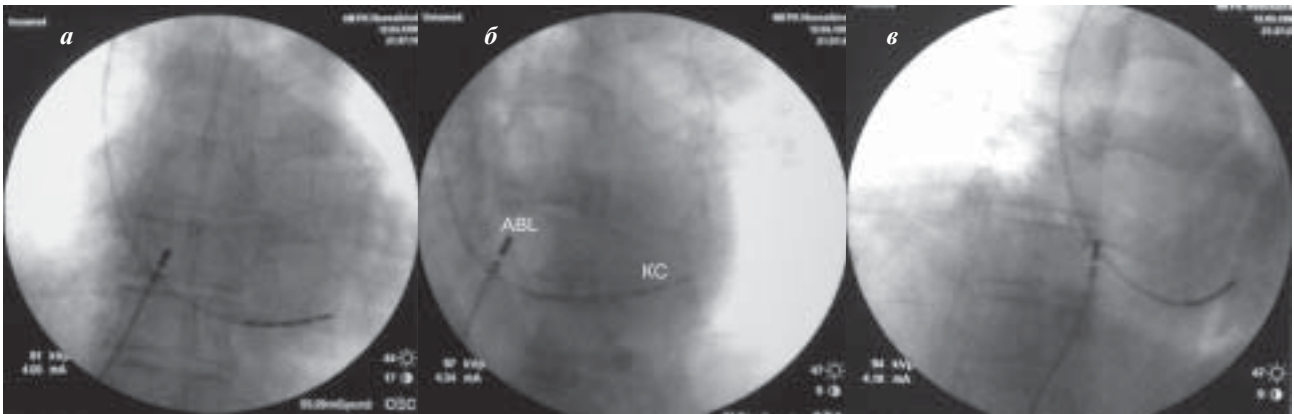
Этап радиочастотной абляции септального ТП: а, б, в - рентгенографическое положение электродов в передней, левой косой (LAO-30°) и правой косой (RAO-45°) проекциях соответственно, где CS - электрод в коронарном синусе, Abl - абляционный электрод.
